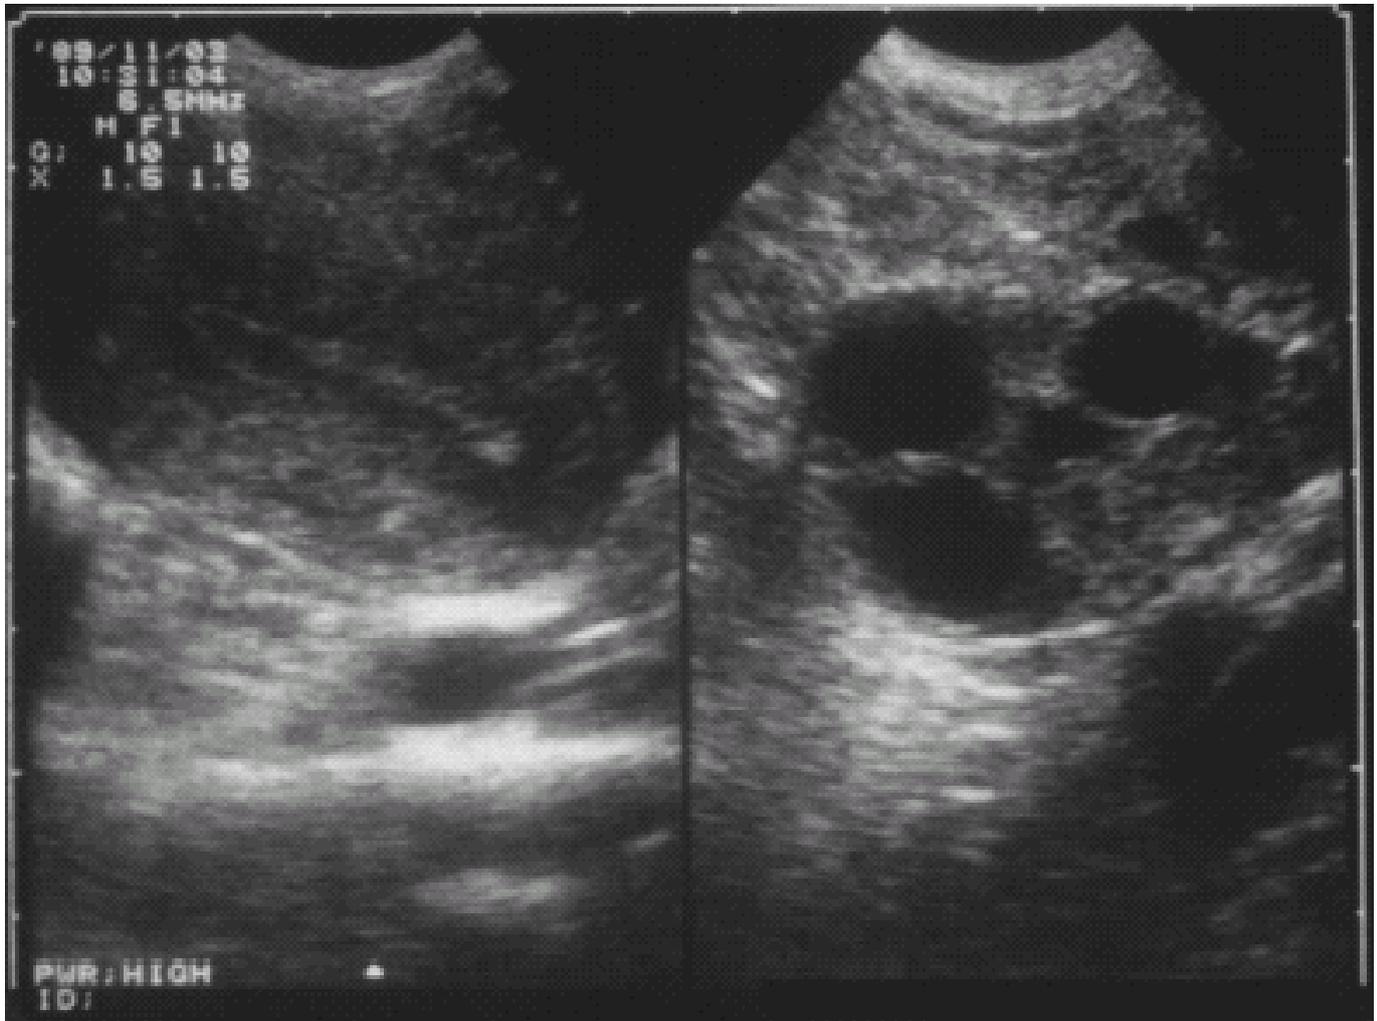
Ecografia transaddominale che mostra delle ovaia multifollicolari.
